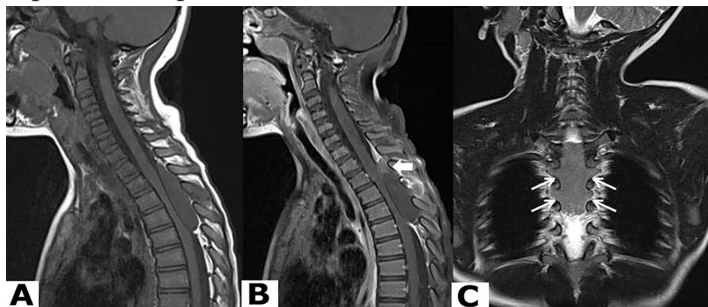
Cranio-spinal magnetic resonance imaging data. (A) A T1-weighted sagittal section. (B) A contrast-enhanced T1-weighted sagittal section. (C) A T2-weighted coronal section.
